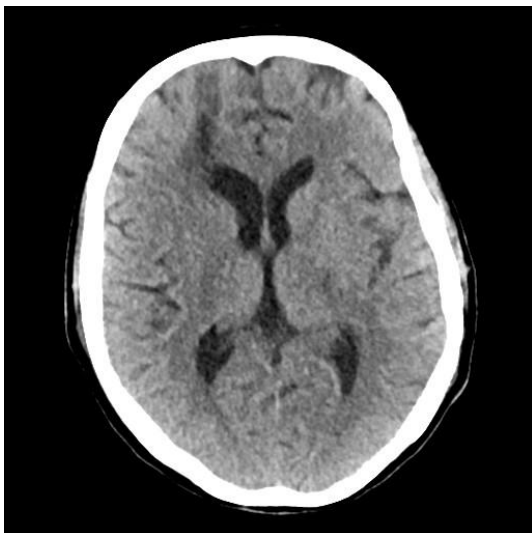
CT: diskrétní hematom po návrtu ICP čidla frontálně vpravo.
